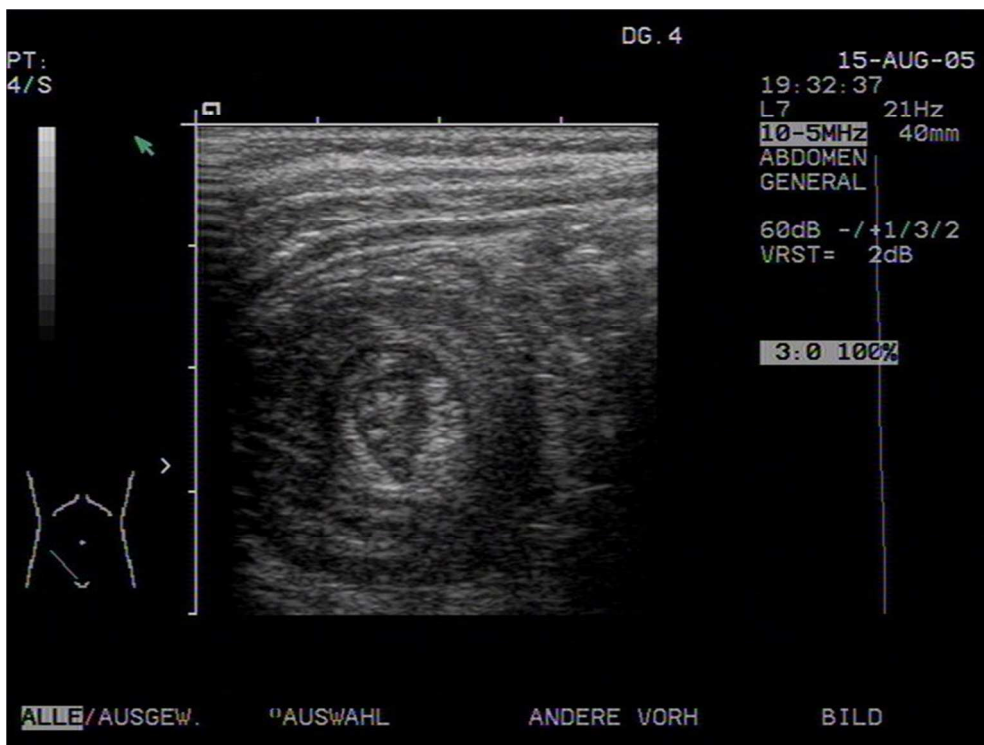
Patientin K.P. (22 Monate). Sonographische Aufnahme der Invagination im Querschnitt
